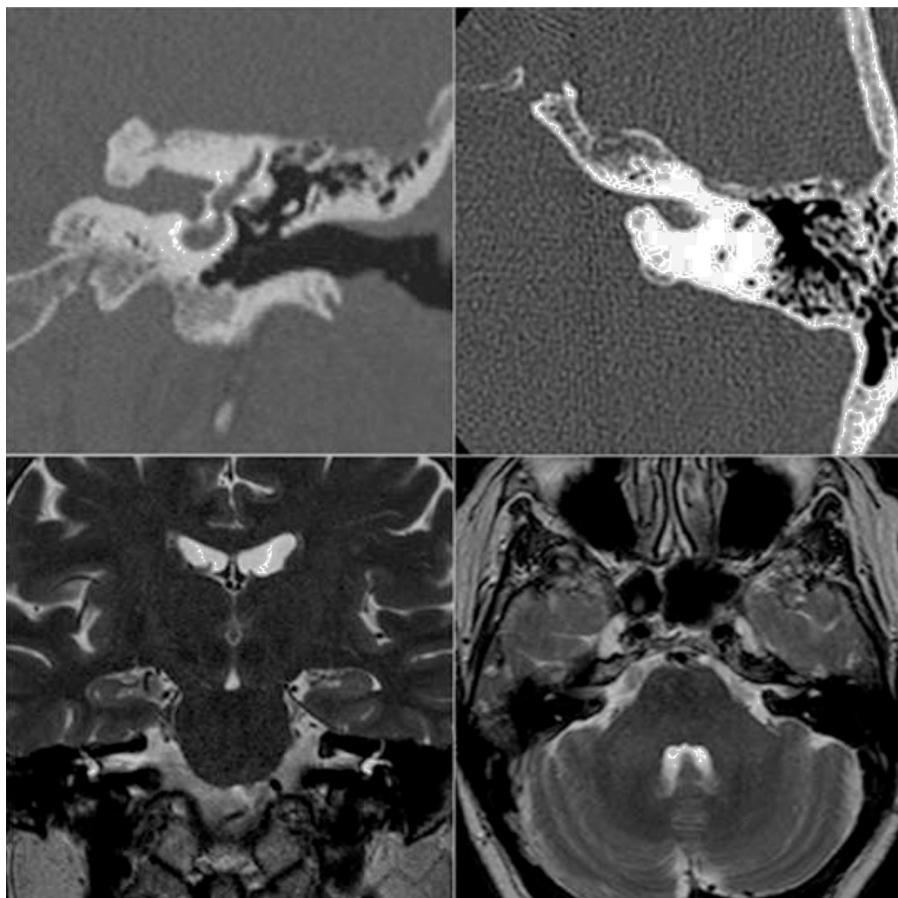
TC y RM de 2012.
